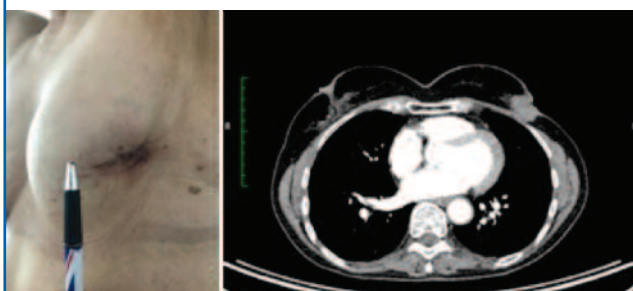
Данные КТ больной Н. (до лечения).
